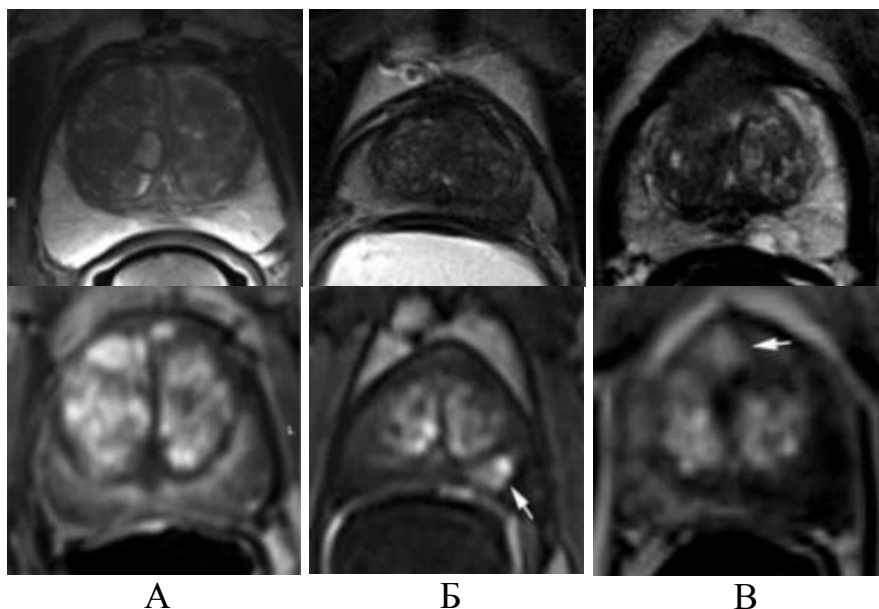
Очаги транзитной зоны на МРТ с контрастированием: А – очагов нет, Б – очаг в периферической зоне, В – очаг в транзитной зоне (Бекбосынов Н.Н., 2016).
